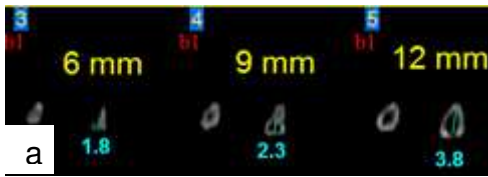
(a) - Tomografia do canal anatômico da amostra 5
